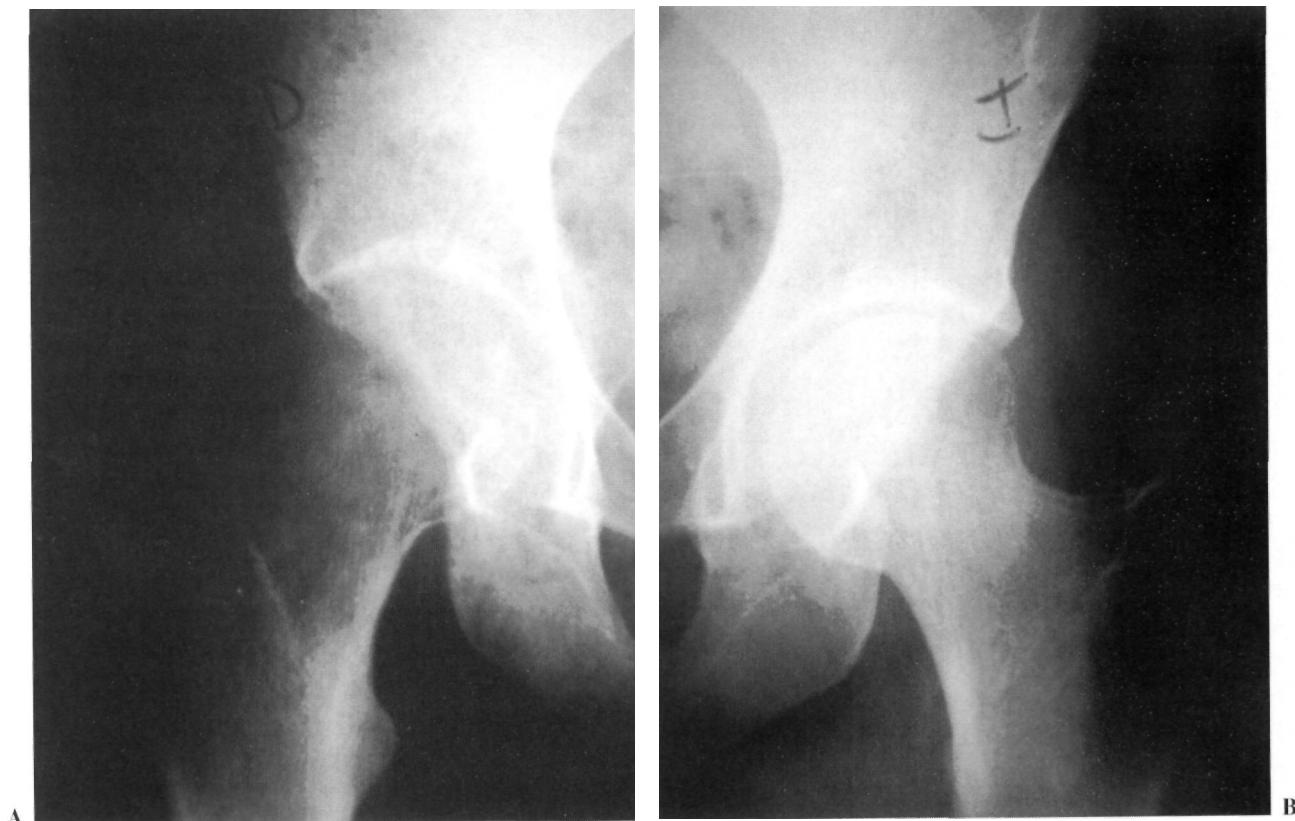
Detalle de radiografía anteroposterior de ambas caderas de mujer de 28 años diagnosticada de OTC en la que se observa una disminución de la densidad ósea de la cabeza femoral derecha (A) respecto al lado contralateral (B). En la cadera afecta se aprecia un fino moteado radioluciente, no hay afectación de las corticales y está conservado el espacio articular.
